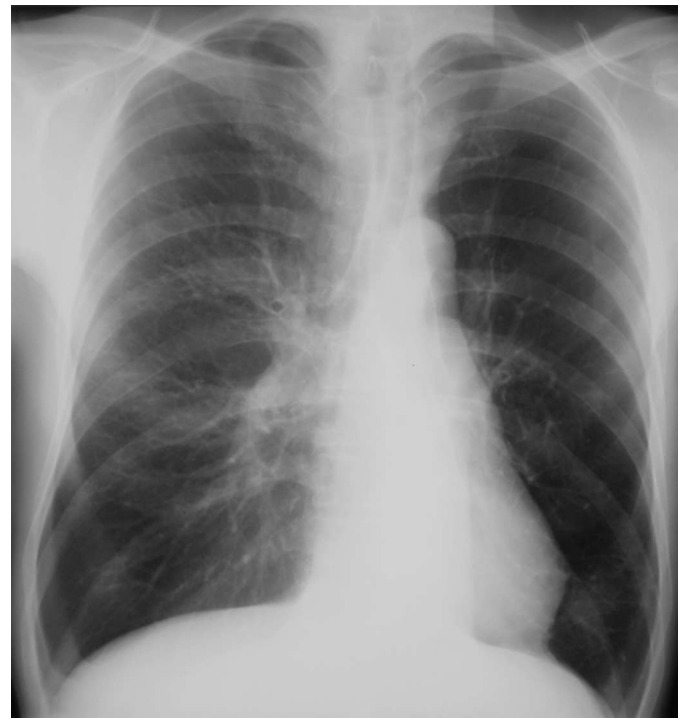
Thoraxröntgen nach bronchologischer Resektion: Rückverlagerung des Mediastinums.
